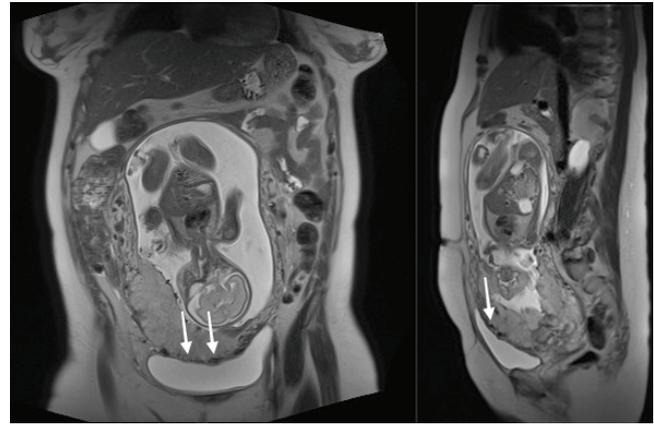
Resonancia nuclear magnética a las 25 semanas de gestación. Corte coronal y sagital en línea media, en secuencia T2. Se observa la invasión de la placenta hacia anterior al techo de la vejiga (flechas).
